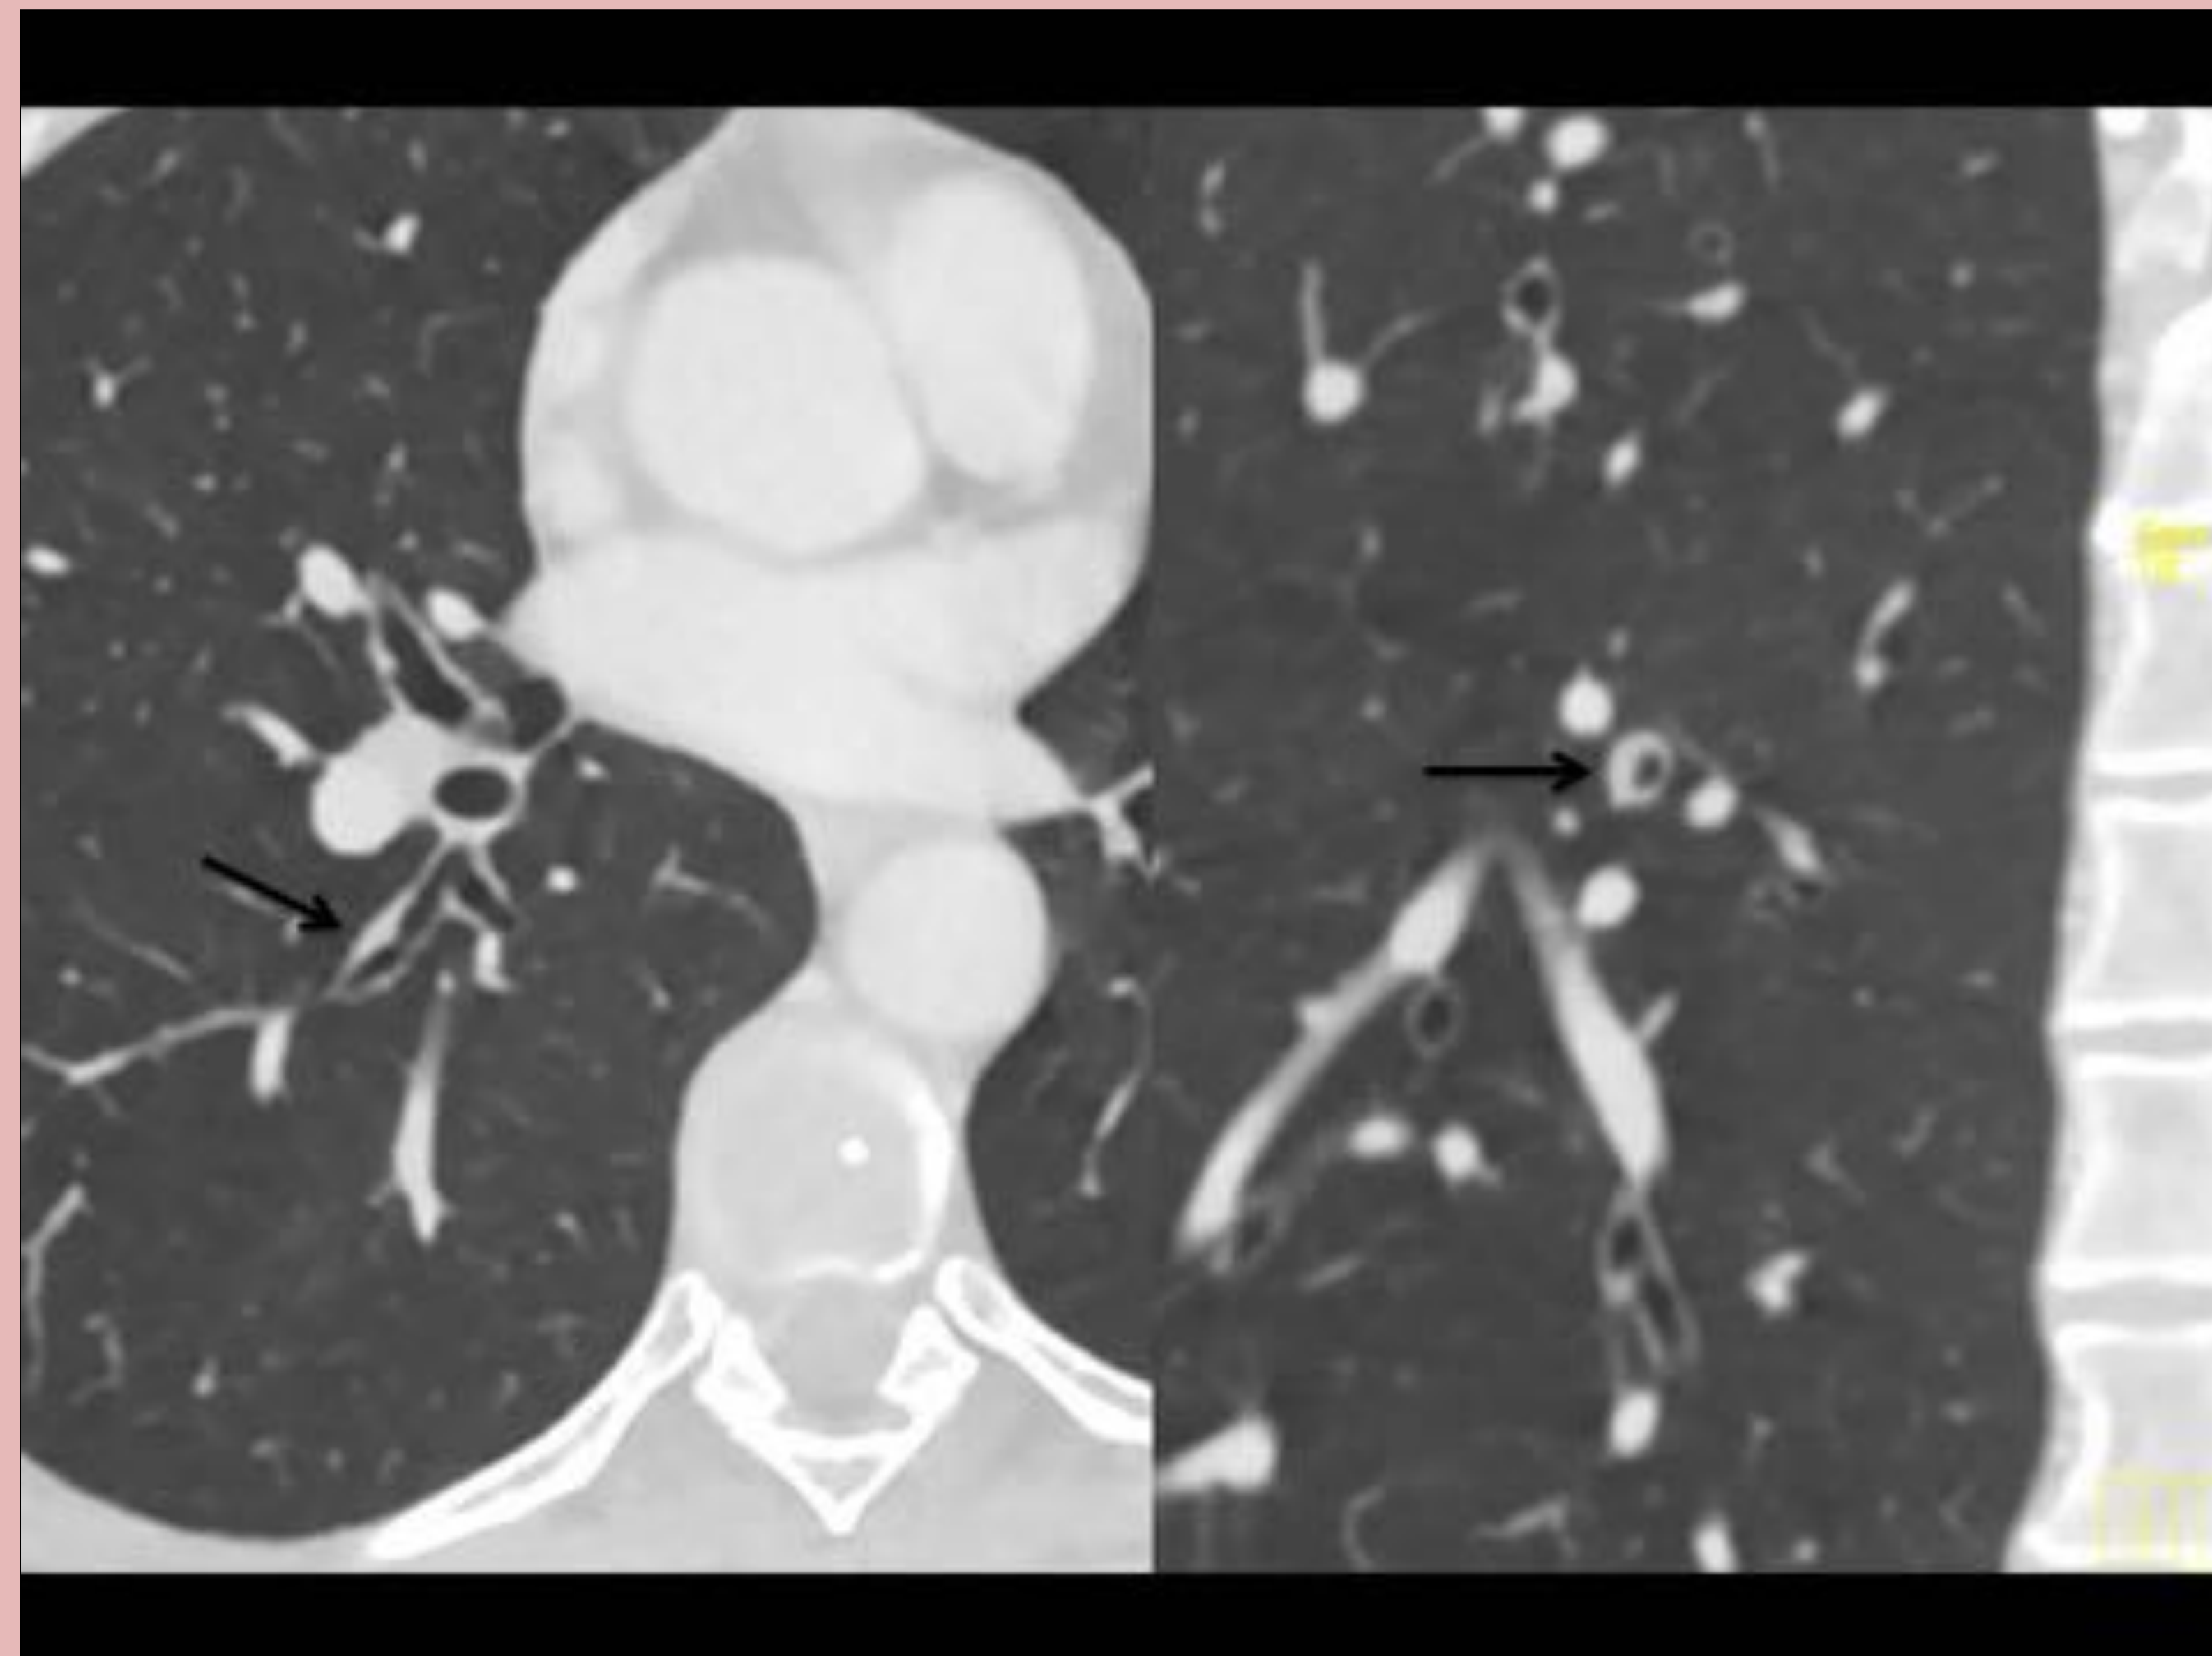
Corta axial (a) y coronal (b) de TC con contraste iv en las que se observa lesión sesil en la luz del bronquio segmentario 6º derecho (flecha). La anatomía patológica fue diagnóstica de schwannoma bronquial.
